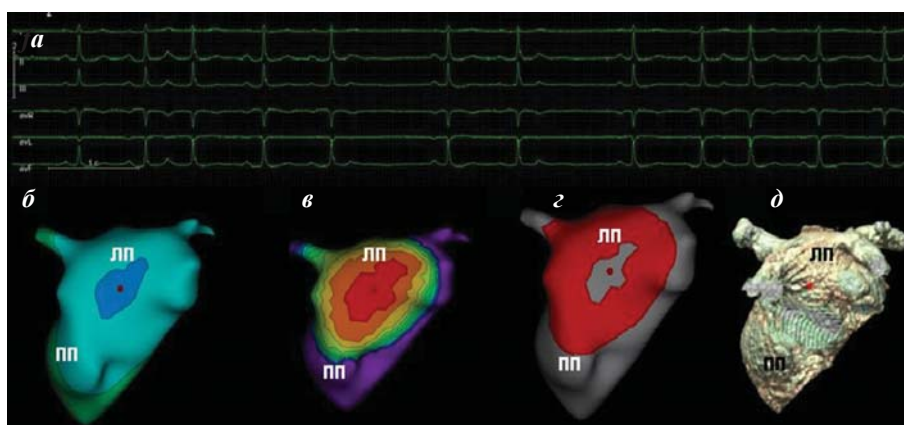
Неинвазивная топическая диагностика экстрасистолии из передней стенки левого предсердия (вид сверху), где а - ЭКГ в стандартных отведениях, б - изопотенциальная карта; в - изохронная карта, г - карта распространения волны возбуждения; д - 3D реконструкция сердца, полученная при спиральной компьютерной томографии.
